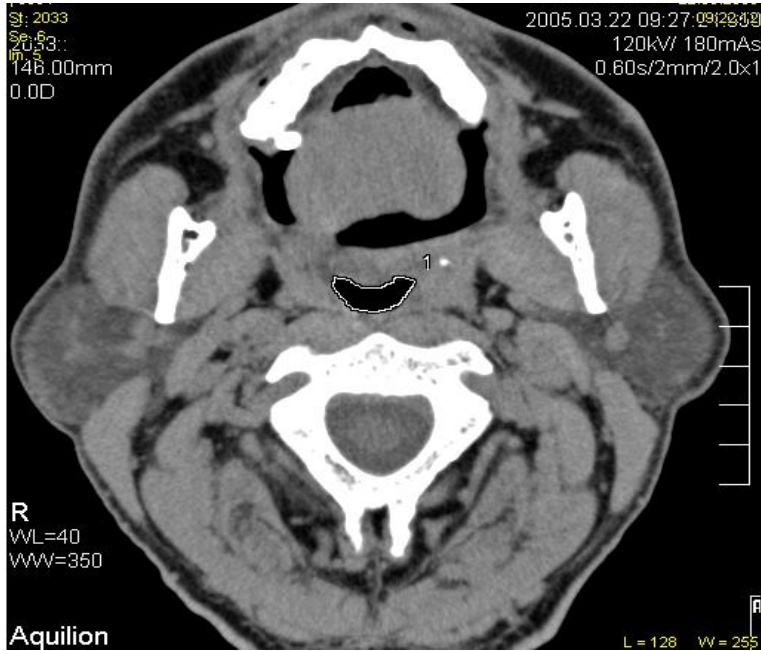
Horlayan bir hastada nazofarinks en dar alanını gösteren BT kesiti görülmektedir.
